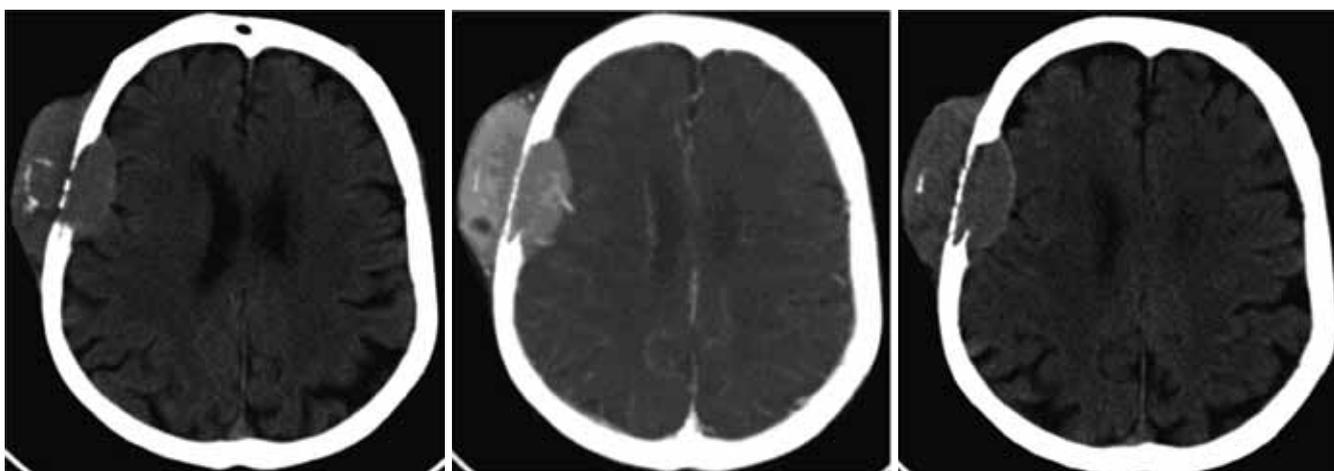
КТ ГМ с внутривенным усилением: в правой теменной кости определяется участок литической деструкции, с формированием внестростного компонента, интенсивно накапливающего контрастный препарат
